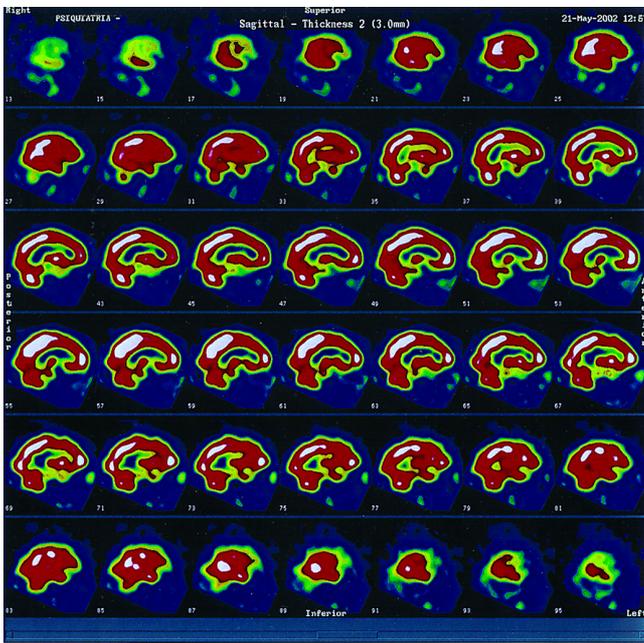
SPECT cerebral basal (con ⁹⁹Tc). Cortes sagitales. Patrón de flujo cerebral regional y actividad metabólica neuronal normales.
